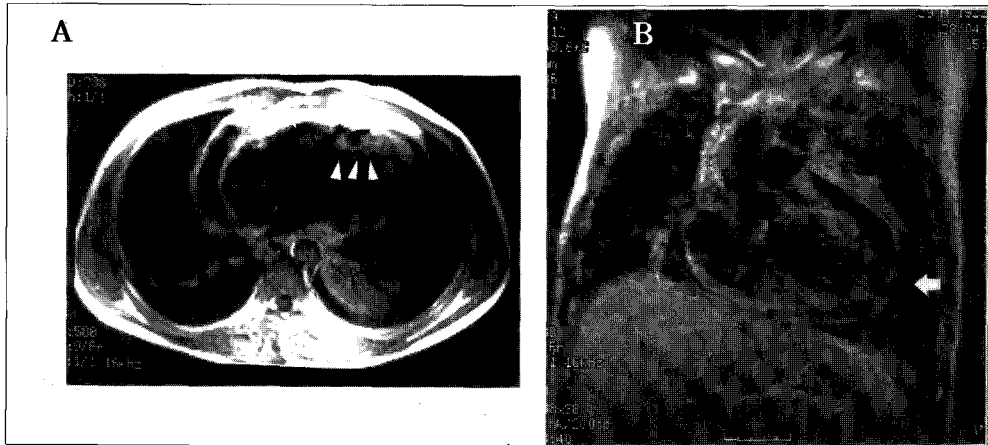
T1-weighted post-gadolinium enhanced MRI (A) Transverse images show an ill-defined enhancing mass (arrowhead) in the anterosuperior mediastinum. (B) Sagittal images show a linear rim enhancement of the thickened pericardium (arrow).
